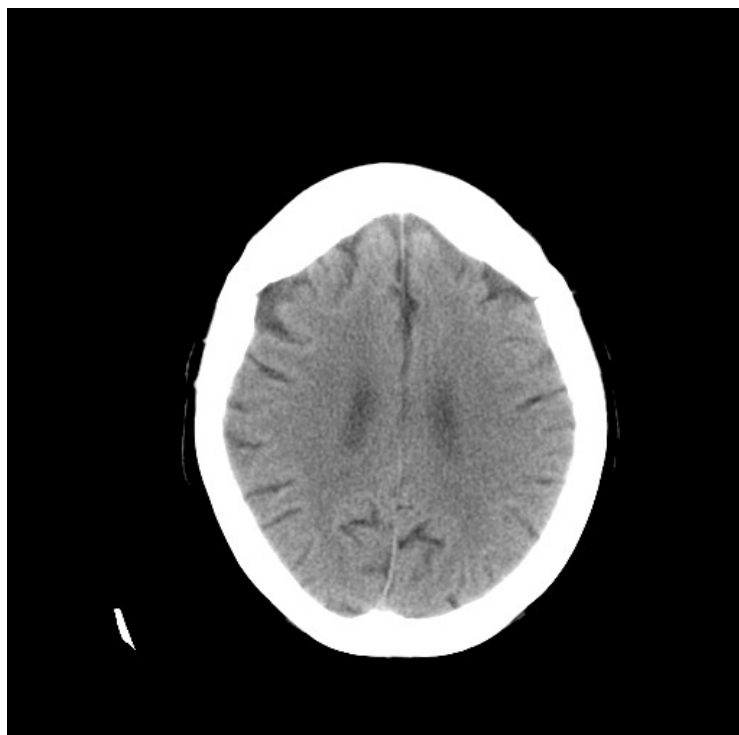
TAC de la paciente 7. Imagen de tomografía axial computerizada perteneciente a la paciente 7 (sin deterioro cognitivo asociado) en la que se observa una discreta atrofia frontal
